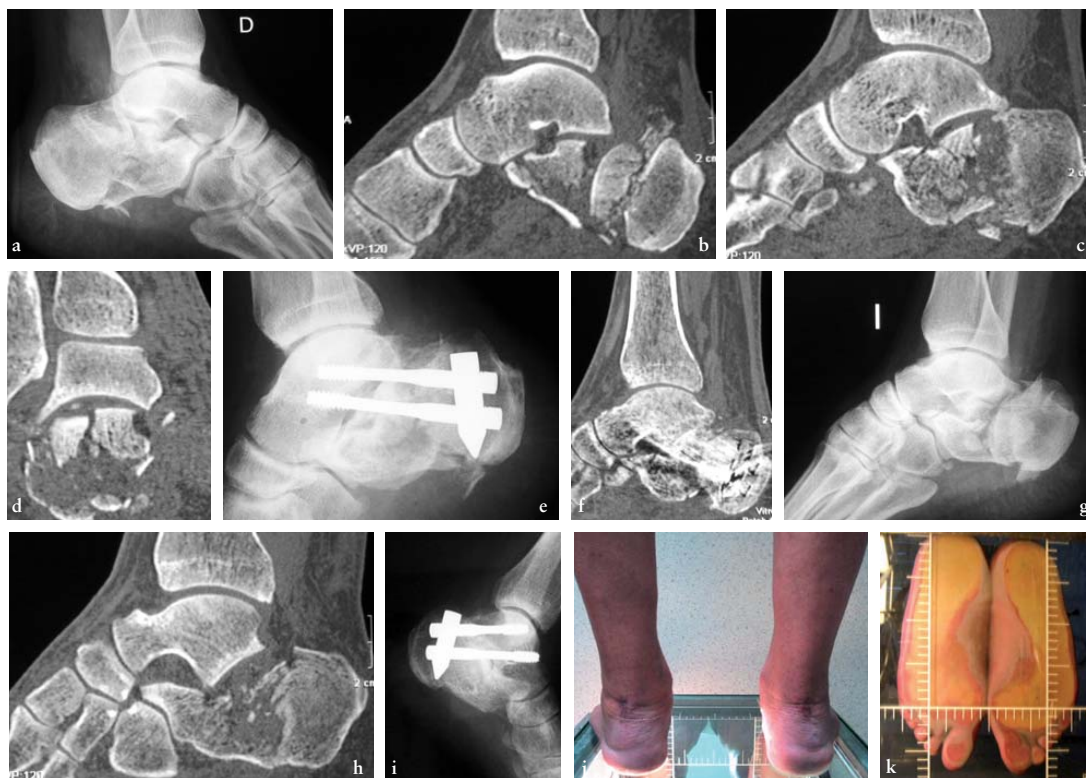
Fractura bilateral de calcáneo, a) fractura calcáneo derecho, b, c, d) TAC, e) colocación del sistema Vira®, post operatorio, f) TAC a los 12 m, g) fractura calcáneo izquierdo, h, TAC, i) radiografía a los 12 m, j) ángulos tibio-calcáneos normales, k) podograma normal.
